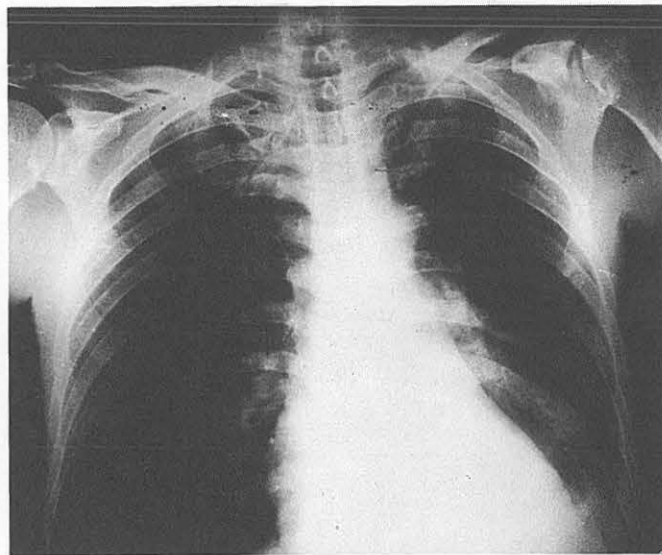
Caso B. A las 48 horas del aspirado. Radiografía normal.
